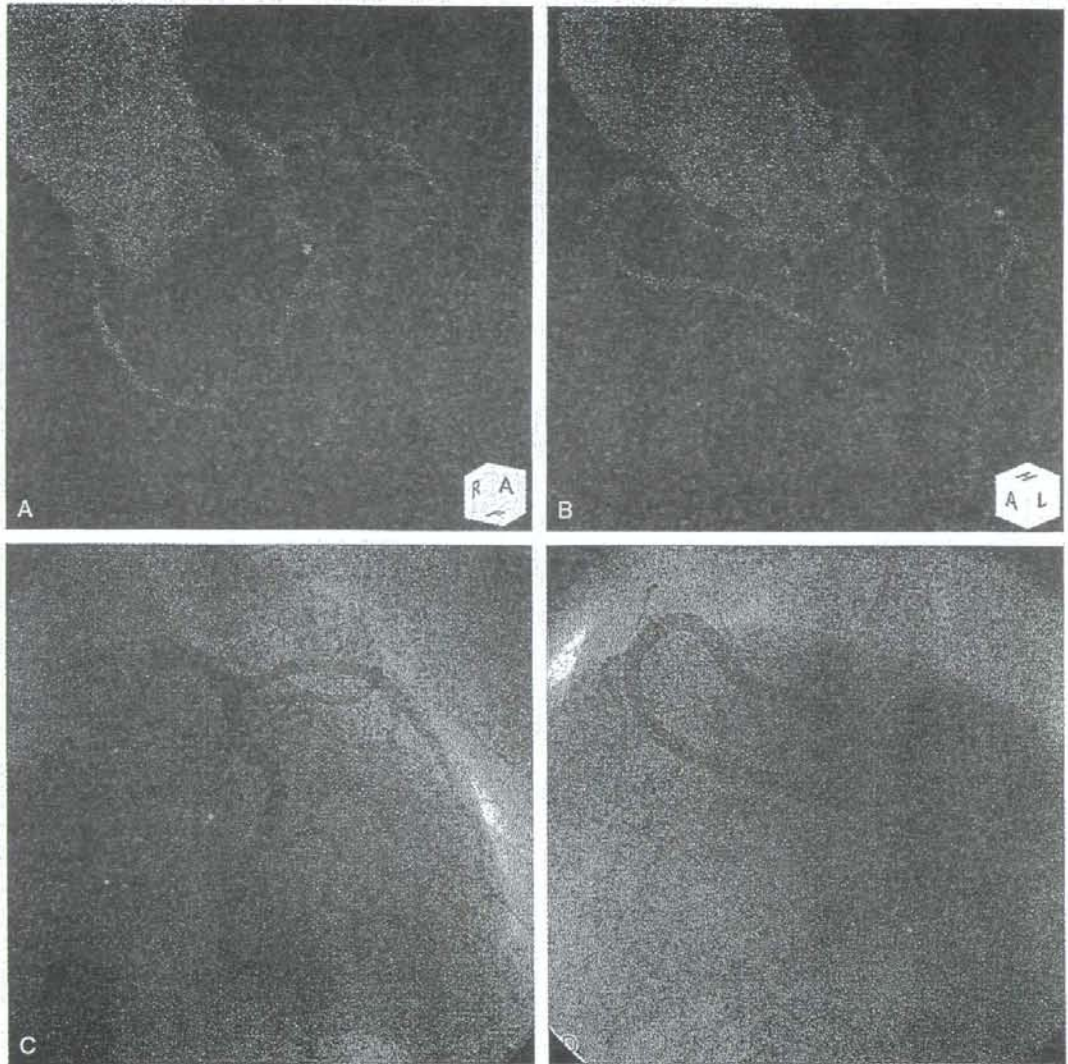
冠動脈CTと冠動脈造影の対比, 高心拍数症例
